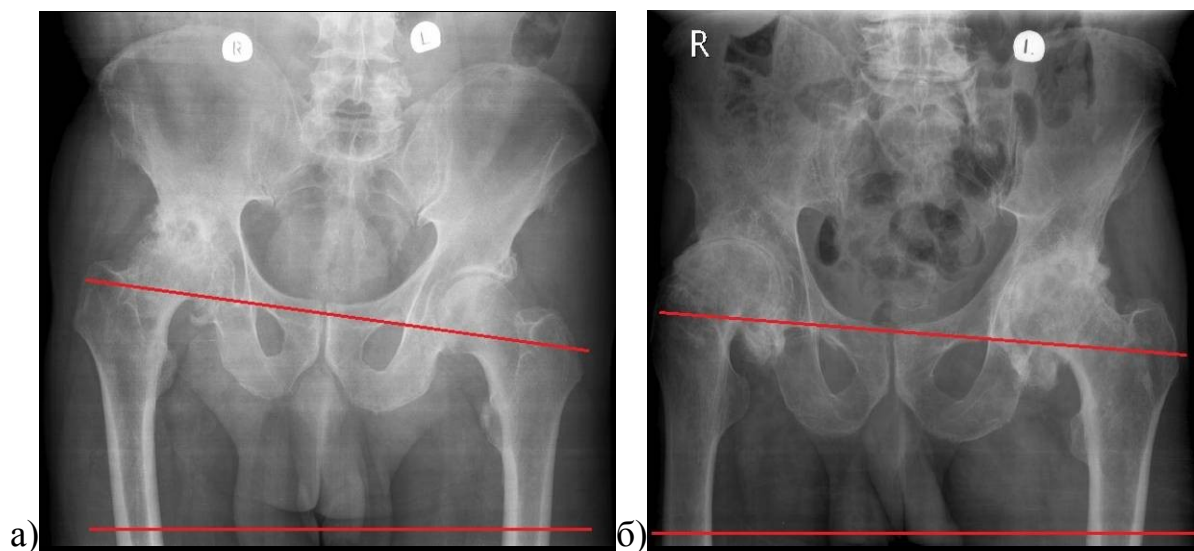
Передне-задние рентгенограммы комплекса «тазобедренные суставы – таз – позвоночник» в положении стоя, определяется переко́с таза: а – при правостороннем коксартрозе; б – при двустороннем коксартрозе
